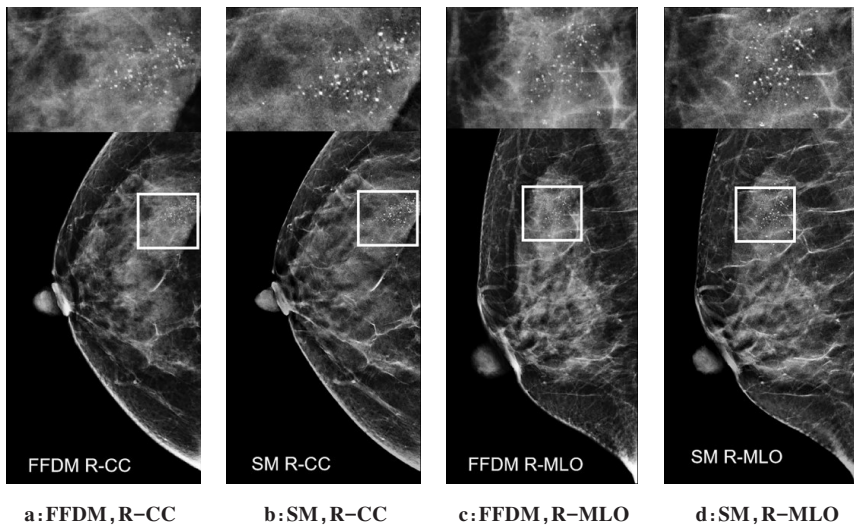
46岁女性乳腺X线图像及相应图像微钙化的局部放大图
